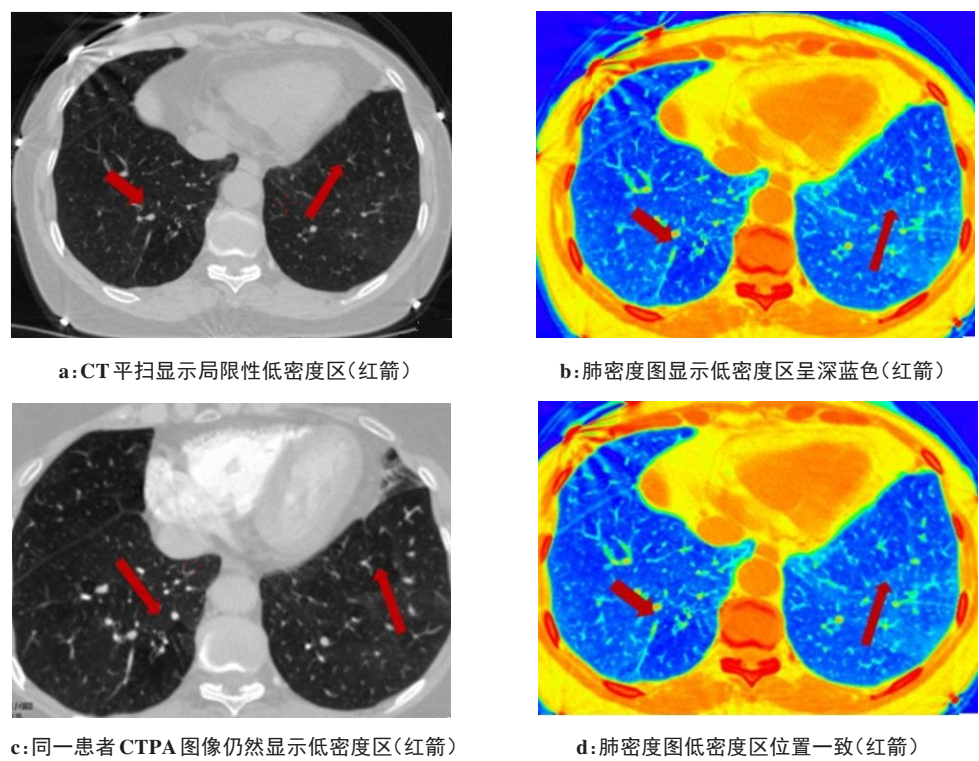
低密度区在CT图像及肺密度图中的显示(男性,58岁,急性肺栓塞)
